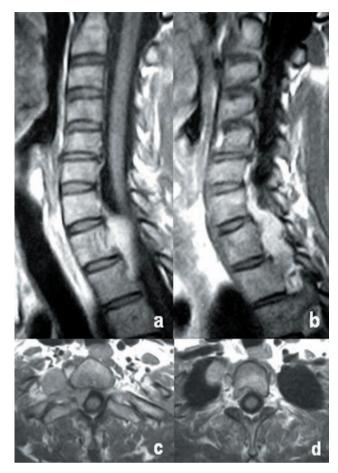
RM plano sagital T1 con contraste paramagnético que muestra la lesión bien delimitada con captación homogénea de gadolinio (a y b). RM plano axial T1 sin contraste en donde se observa el crecimiento transforaminal de la lesión "en reloj de arena" (c), y su componente intratorácico apical (d).
